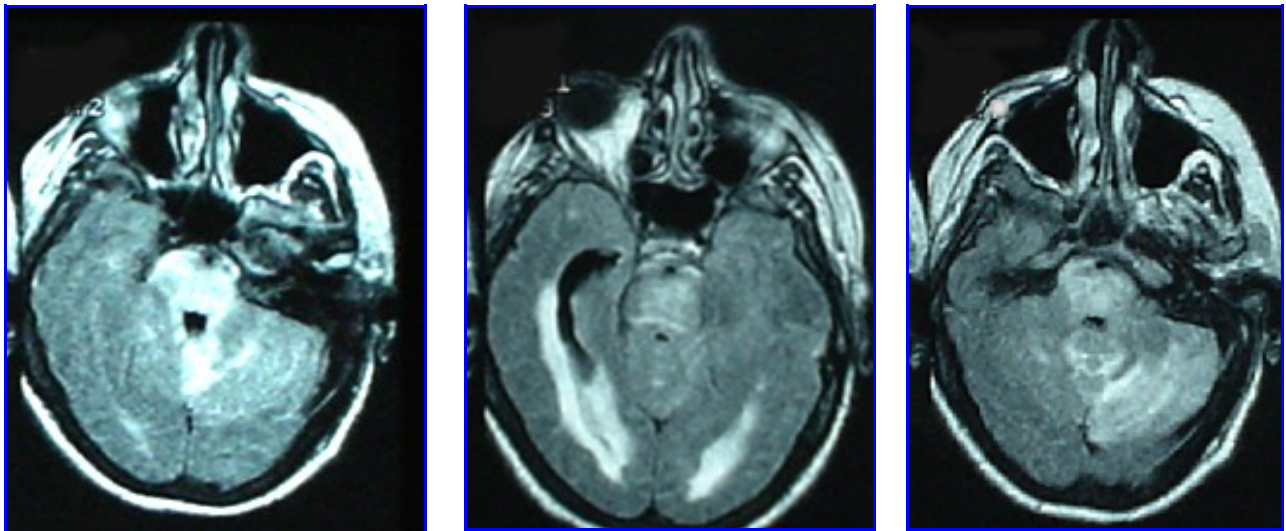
Paciente con encefalopatía hipertensiva secundaria a patología renal. En la RMI secuencia FLAIR se observa el edema del tronco encefálico, áreas periventriculares y fosa posterior.
